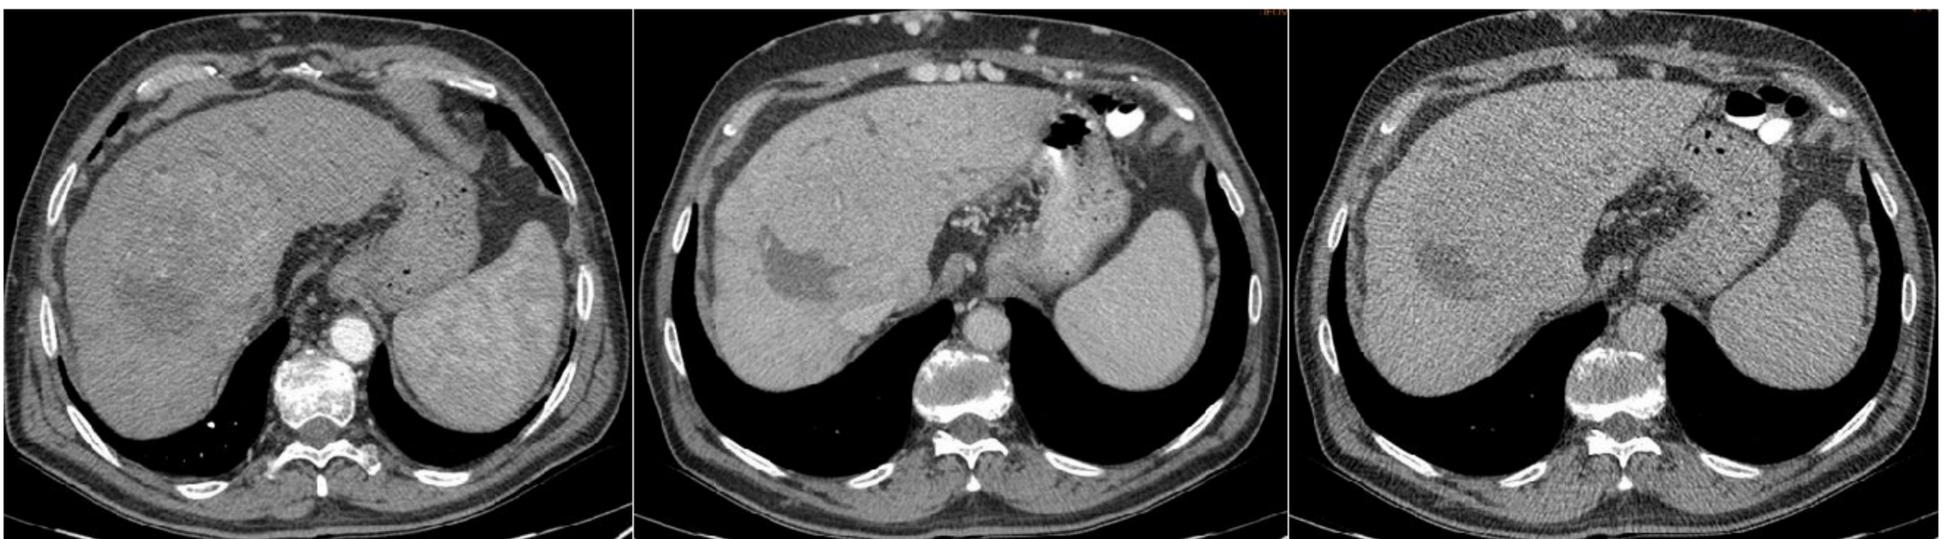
Angio-TC de abdomen multifase (fase arterial, portal y tardía) al mes post-intervención. Persiste lesión focal hepática en segmento 8, en fase arterial se aprecia persistencia de vascularización arterial intralesional con área hipocaptante periférica de morfología semilunar en relación con área necrótica post-tratamiento.
